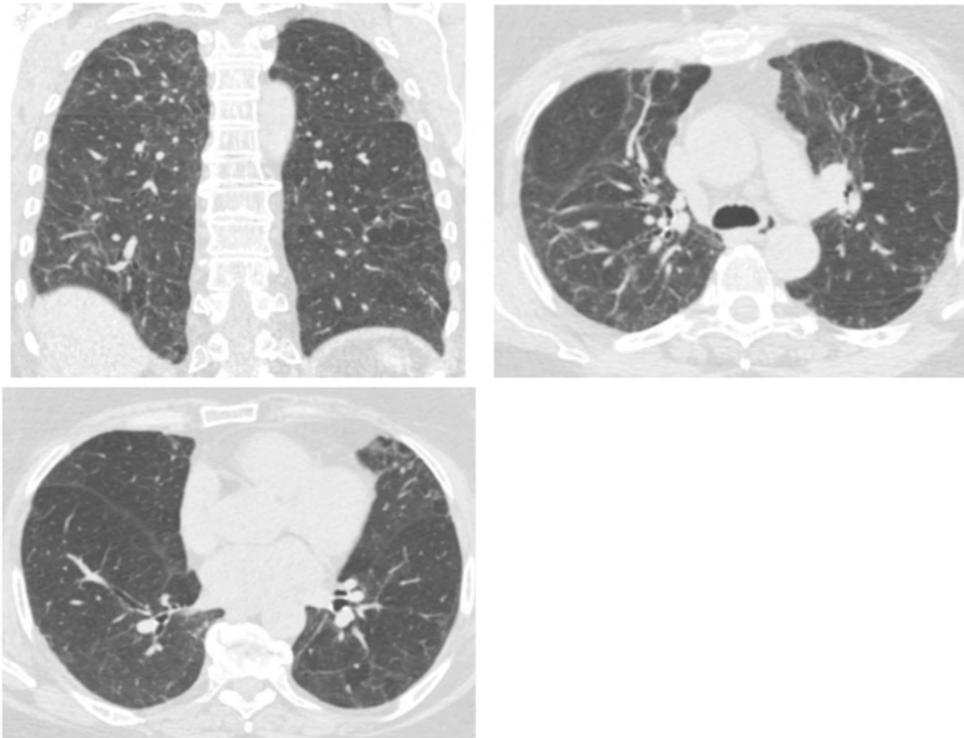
Mulher de 69 anos diagnosticada com nova pneumonia por gripe A. Imagem de tomografia de acompanhamento obtida 4 meses após o aparecimento de sintomas mostra áreas dispersas de fibrose pulmonar, com distorção arquitetural, bandas parenquimatosas e um padrão em mosaico.
